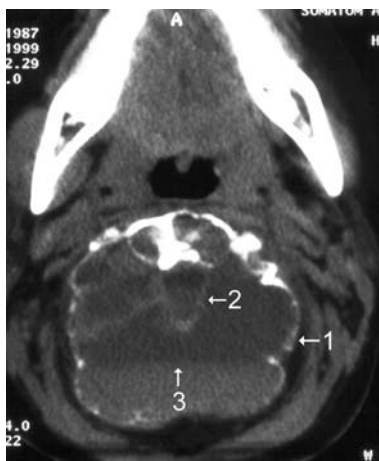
Случай 2. Аксиальный КТ снимок на уровне позвонка C_{III} (положение больного лежа на спине). Огромная полость со стенками костной плотности: 1 — стенки кисты; 2 — костные границы позвоночного канала; 3 — уровень жидкости в кисте.
